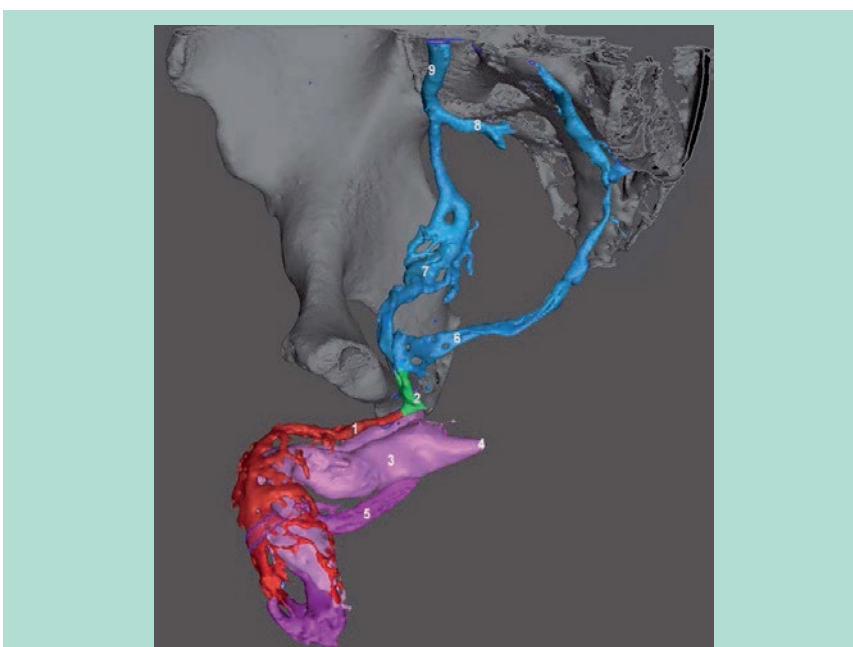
Modélisation 3D des fuites cavernouses profondes (Santorini & veines vésicales). (Caverno-CT, modélisation 3D vectorielle segmentée et colorée). 1 = Veine dorsale profonde (VDP en rouge). 2 = Plexus de Santorini.
